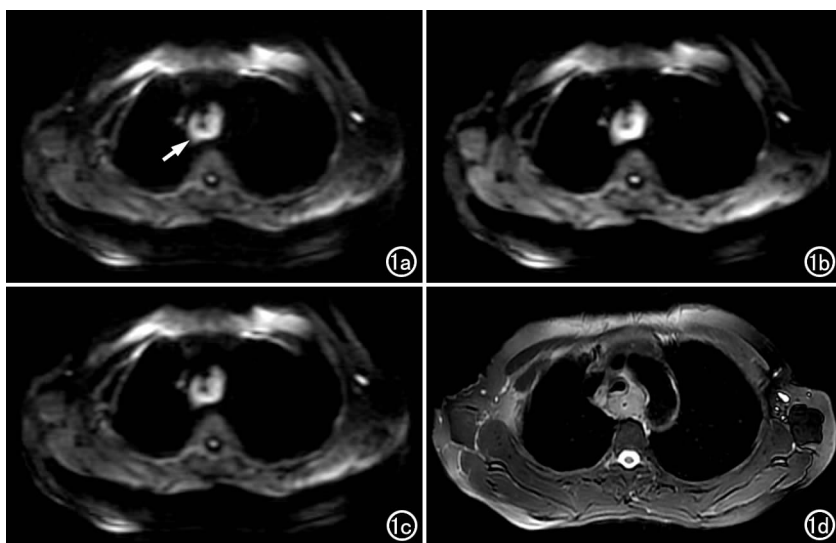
女,69岁,食管上段鳞癌。a) $b=500\text{s/mm}^2$ DWI 图像,显示食管上段管壁明显不规则增厚,病变区呈高信号(箭),SNR 和 CNR 均较高; b) $b=800\text{s/mm}^2$ 图像,病灶的 SNR 和 CNR 稍下降; c) $b=1000\text{s/mm}^2$ 图像,病灶的 SNR 和 CNR 明显下降; d) $T_2\text{WI}$ 图像,显示病灶的 SNR 较高,但 CNR 低于 DWI 图像。
